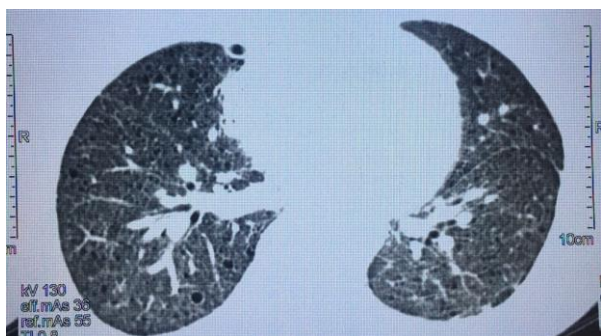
Angiotomografia de tórax realizada alguns dias após a internação hospitalar demonstrando alguns cistos pulmonares e densificação com aspecto em vidro fosco.
